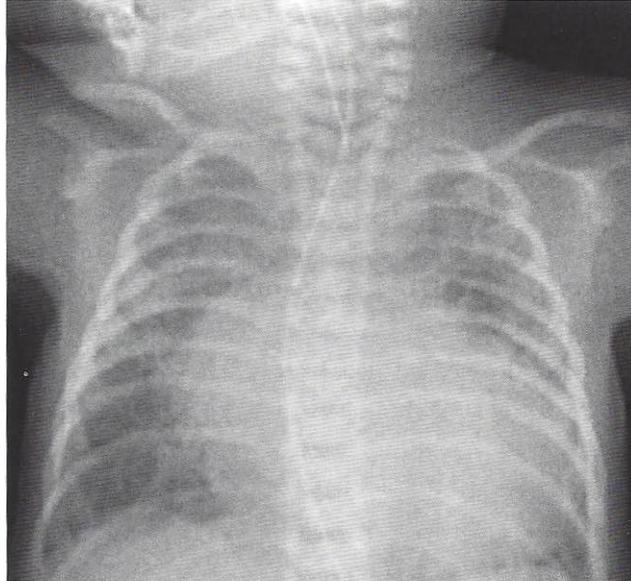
Neonato con Tronco arterioso. La radiografía de tórax muestra marcada cardiomegalia y aumento significativo de la trama vascular pulmonar.
